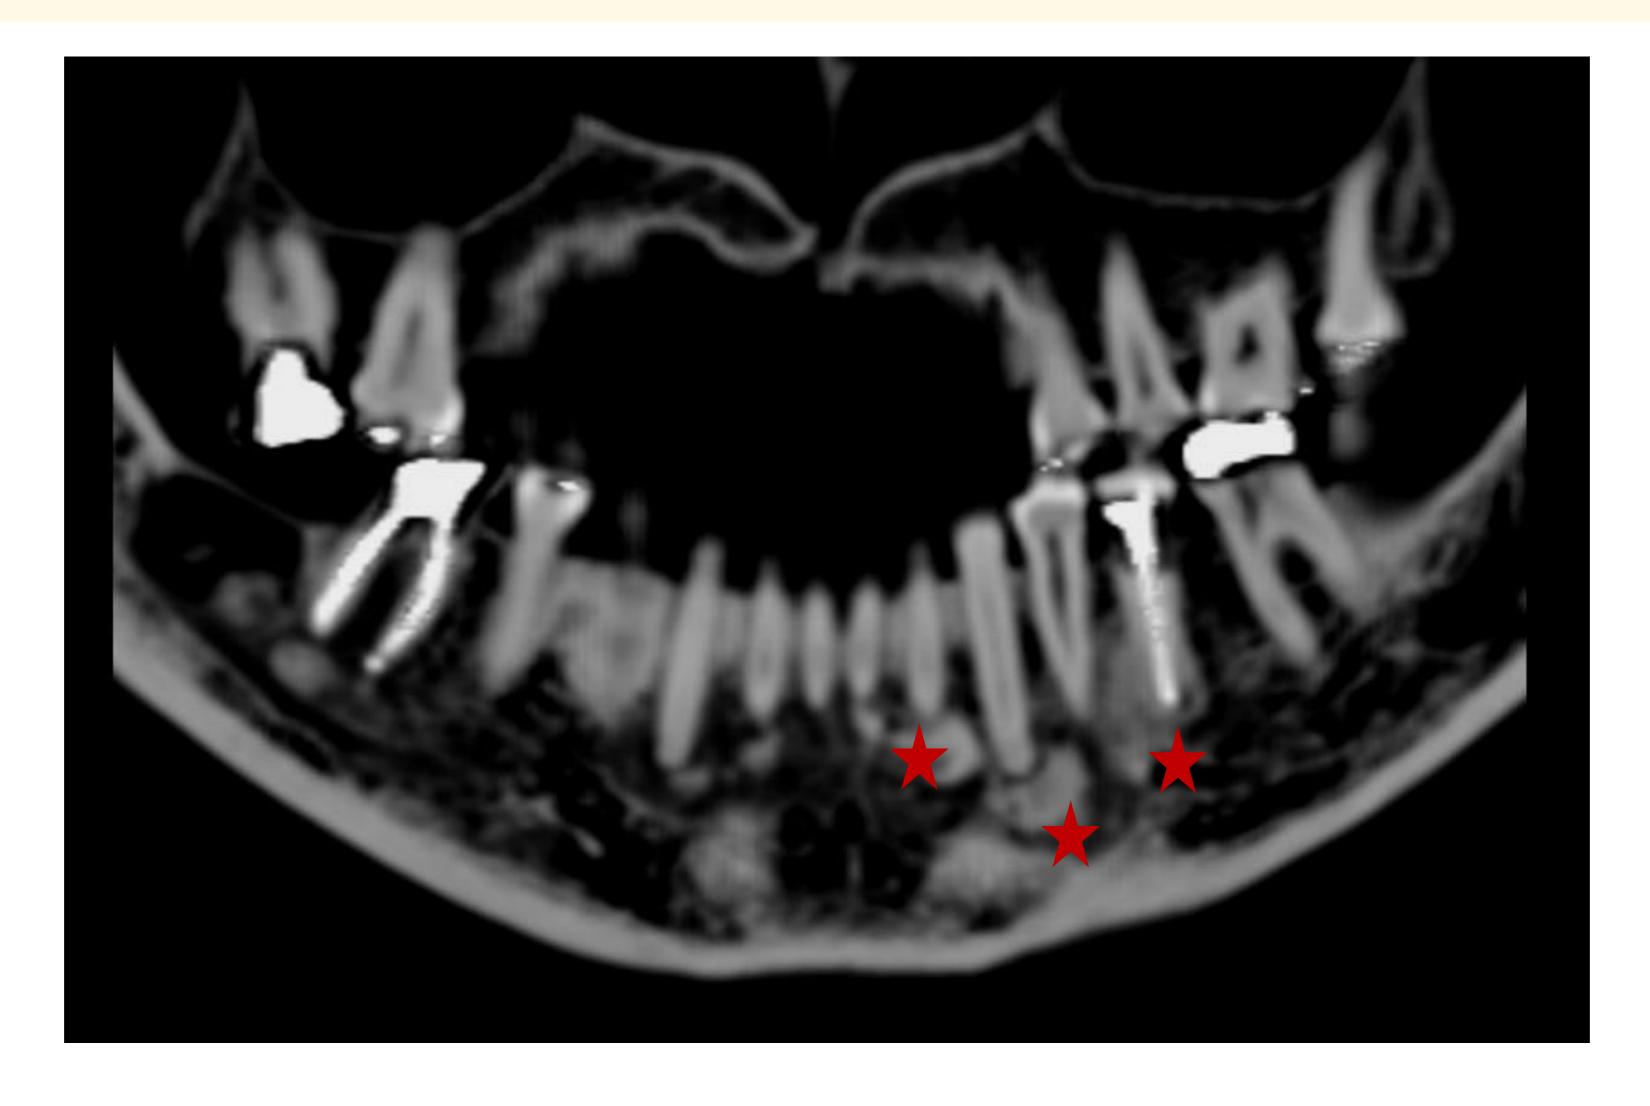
Múltiples lesiones óseas radiológicamente mixtas y compuestas por focos lobulados radiopacos que aparecen rodeadas por zonas radiolucentes con signos de expansión ósea asociada. Se encuentran en relación con las raíces de los dientes en varios cuadrantes (★). Los hallazgos sugieren como posibilidades diagnósticas la displasia cemento ósea florida o la displasia cemental periapical.
